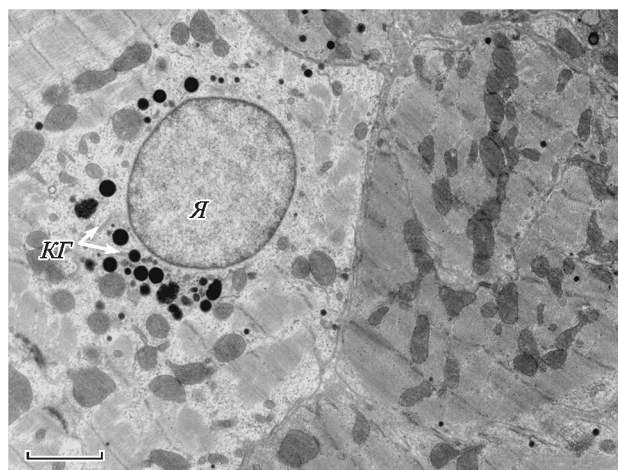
Ультраструктура секреторного КМЦ через 5 мин от начала реперфузии.
